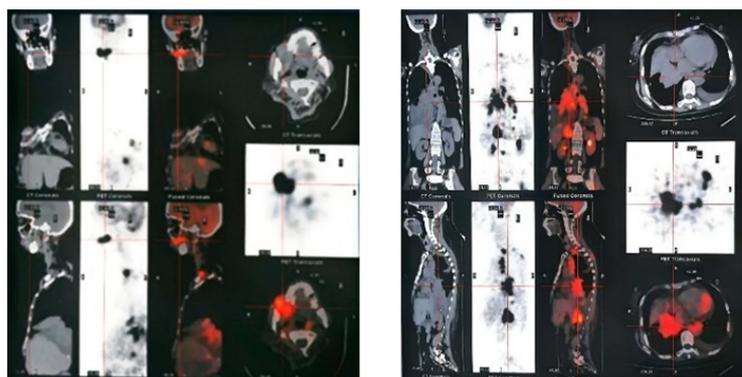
Whole body PET-CT examination image
